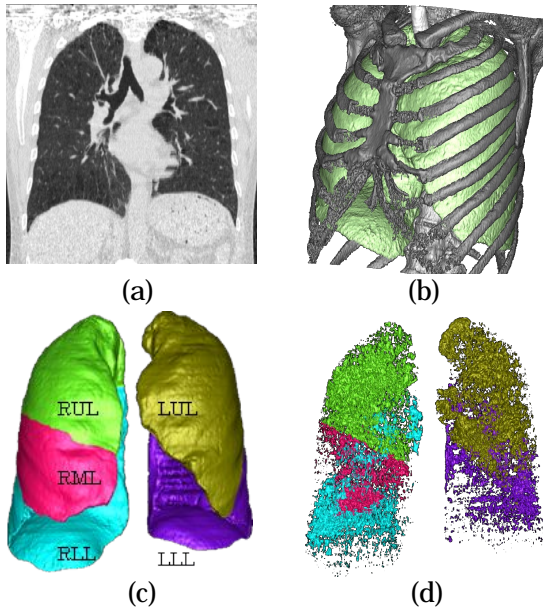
胸部臓器・LAV 抽出結果。(a)CT 画像、(b)胸部臓器抽出結果、(c)肺葉分割結果、(d)肺用別 LAV 抽出結果。
